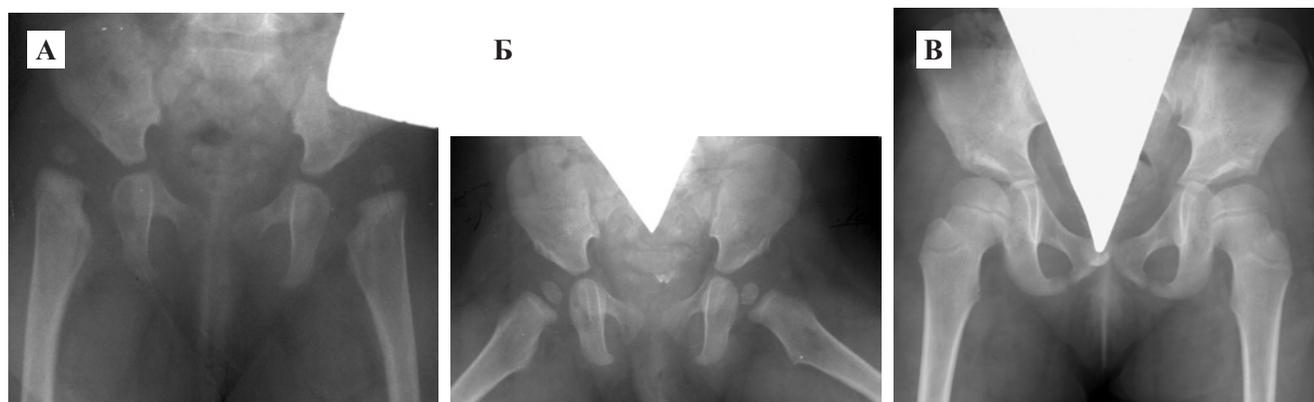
Рентгенограммы пациентки Н., Диагноз: врожденный двусторонний вывих бедер:
